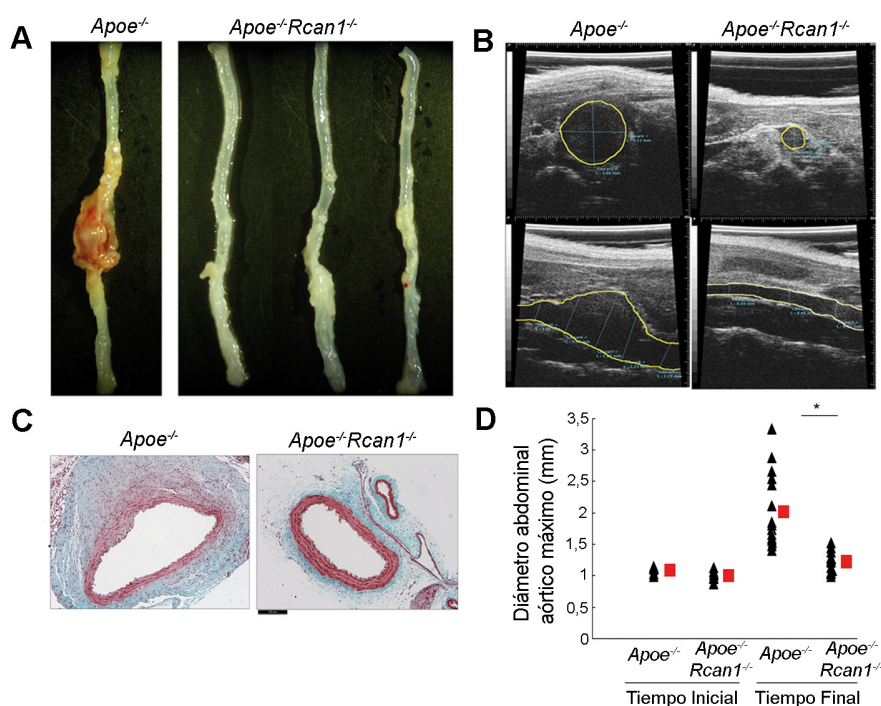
Rcan1 participa en la formación de AAA inducida por AngII. Ratones *Apoe*^{-/-} y *Apoe*^{-/-}*Rcan1*^{-/-} fueron infundidos con AngII (1 µg/kg/min) durante 28 días. (A) Imágenes representativas de aorta completa de ratones tratados con AngII. (B) Imágenes de ultrasonido mostrando el lumen arterial en secciones transversales (paneles superiores) y longitudinales (paneles inferiores) de la aorta a nivel suprarrenal de animales infundidos con AngII. Las líneas amarillas delimitan el lumen arterial. (C) Secciones de aorta abdominal teñidas con Tricrómico de Masson. Escala, 100 µm. (D) Diámetros máximos de la aorta abdominal suprarrenal medidos en mm en imágenes de secciones transversales al principio y al final del tratamiento con AngII. Los triángulos y cuadrados representan animales individuales y medias±SEM, respectivamente. *Apoe*^{-/-} (n=16), *Apoe*^{-/-}*Rcan1*^{-/-} (n=15). *p<0,05.
